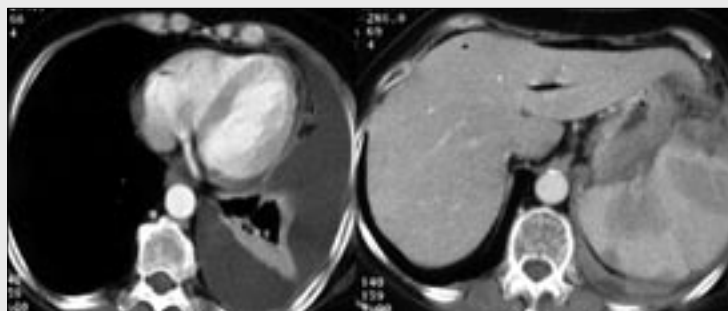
Contrast enhanced chest CT, metastatic involvement due to the breast carcinoma. Pleural enhancement is present after contrast bolus application, there is only one nodularity on the paravertebral parietal pleura.
